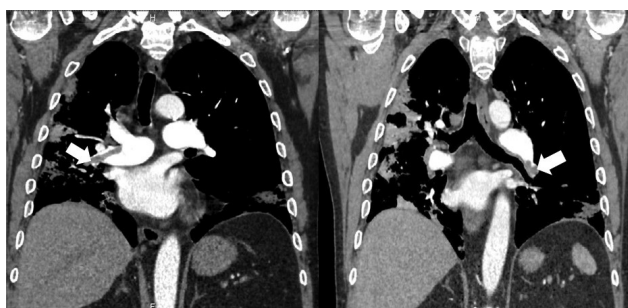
КТ-ангиография легочной артерии. В просвете правой главной легочной артерии, сегментарных ветвей левой легочной артерии (отмечено стрелками) — внутрисосудистый дефект заполнения (тромботические массы)
